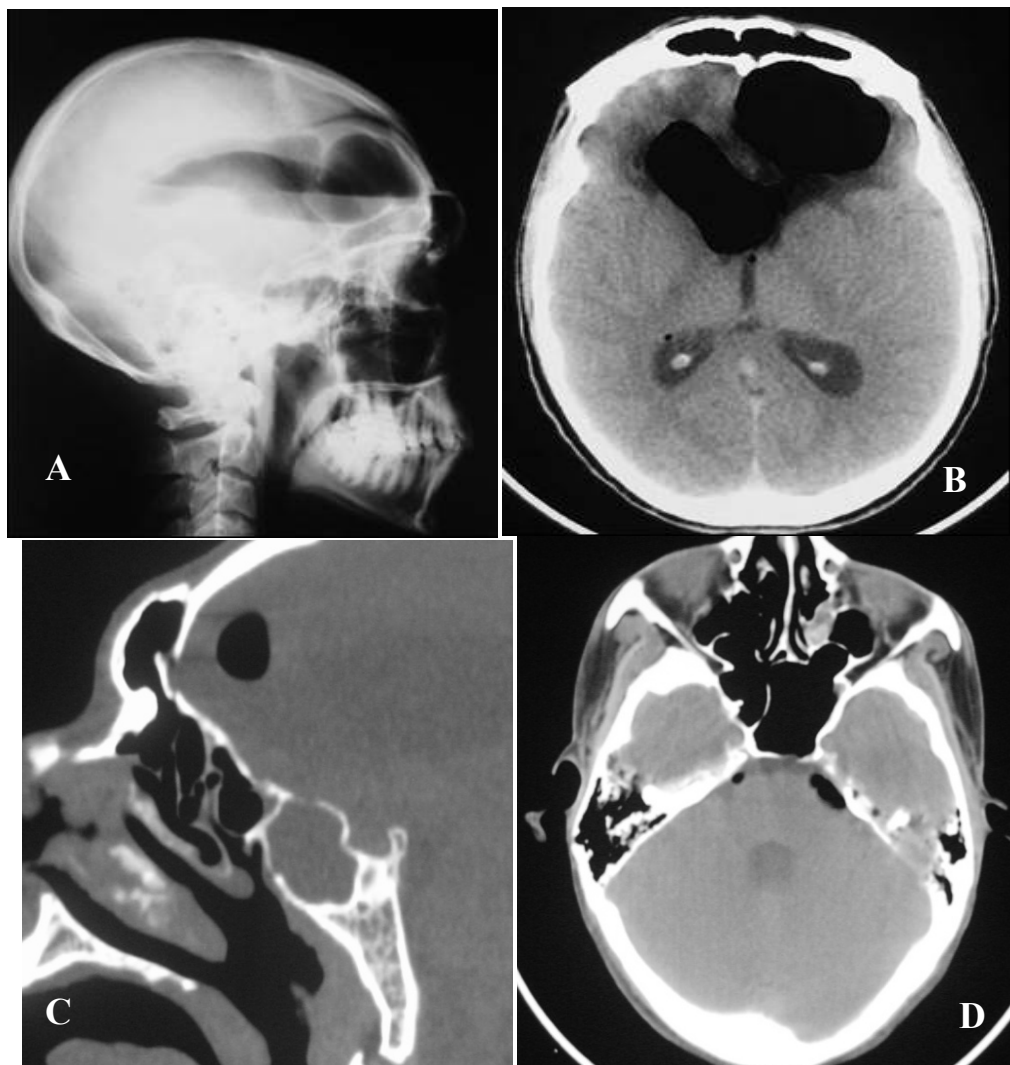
Patient N°2. Radiographie du crâne profil (A) ; TDM cérébrale en coupe axiale (B, D) et sagittale (C) ; montrant des bulles de pneumocéphalie intéressant la région frontale (A, B et C) et la citerne pré-pontique (D), pneumoventriculie (A, B), fracture de la paroi postéro-inférieure du sinus frontal (C).
